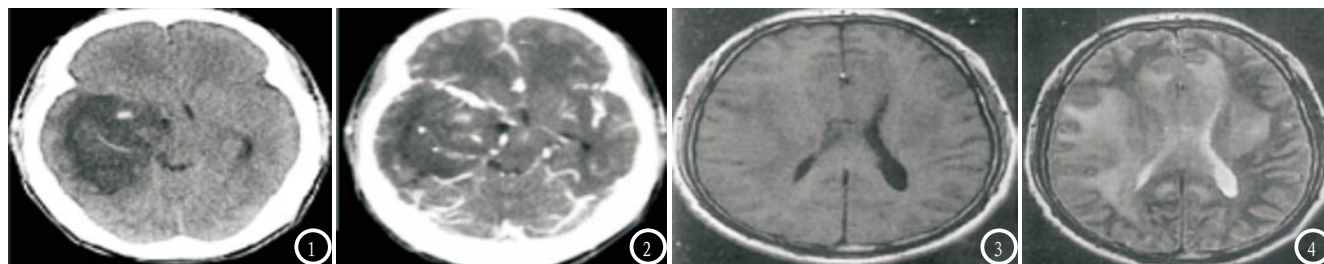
MSCT平扫右侧颞叶及基底区低密度肿块,内可见斑片状高密度区;图2 MSCT增强检查示肿瘤瘤体表现轻度强化,瘤体内见点状明显强化;图3 MR常规扫描检查示双侧额顶叶及周围组织呈广泛肿胀,呈弥漫性低信号改变;图4 MRI增强扫描检查示T₂WI轴位及T₂ FLAIR示病灶呈弥漫性均匀高信号,未见明显坏死、钙化。
